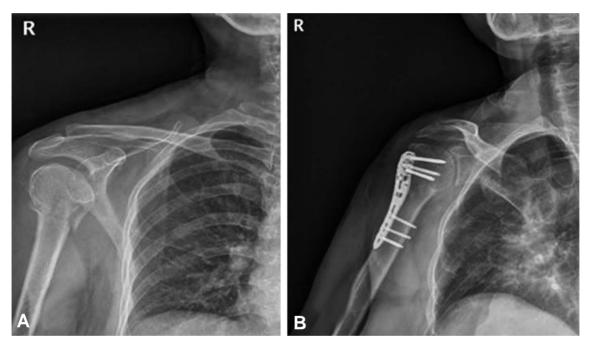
(A) Preoperative radiograph of 61 year-old female showed 3 part proximal humerus fracture. (B) Postoperative radiograph using MIPO technique at 1 year after operation showed fracture union with good alignment.
